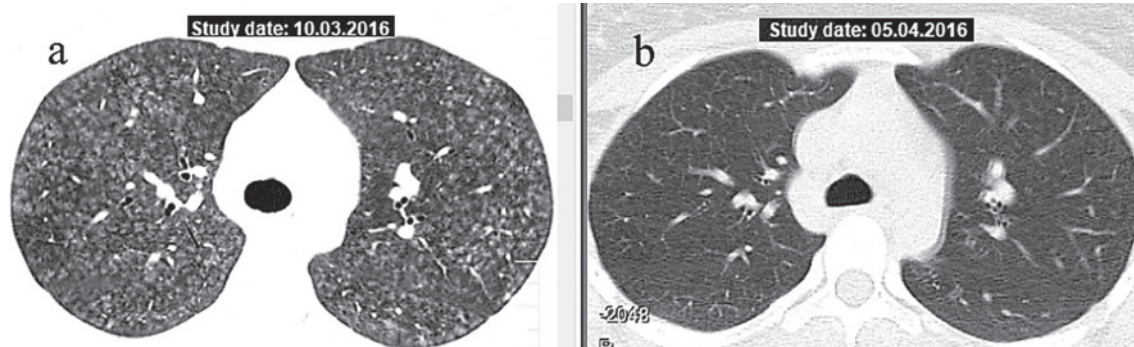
КТ больного И., гиперсенситивный пневмонит, острая форма: а — до лечения, б — через 4 нед после ГКС-терапии (дексаметазон, метилпреднизолон).
